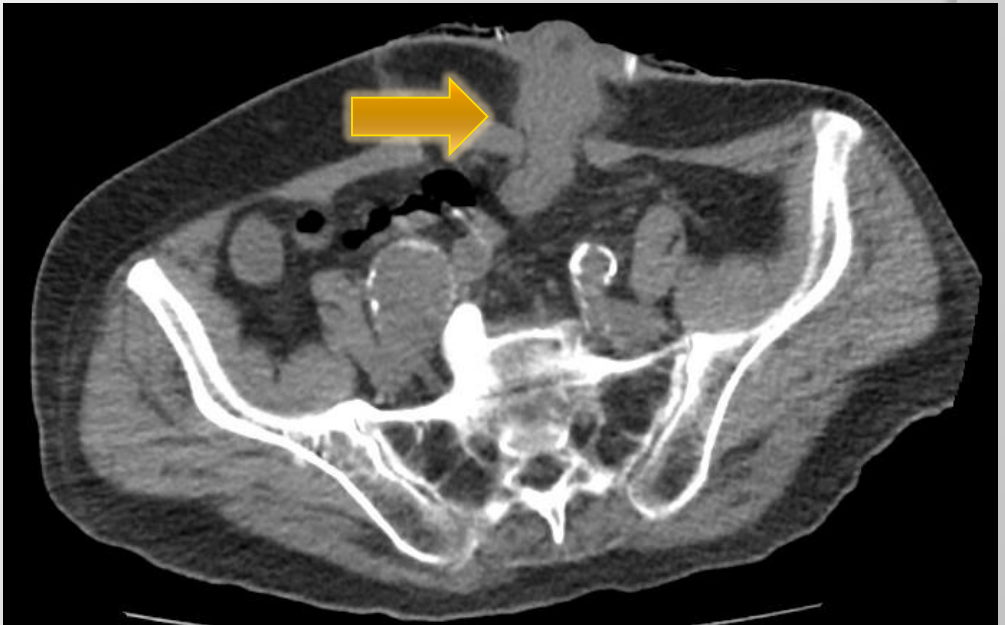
TC Abdominal y pelvis sin
